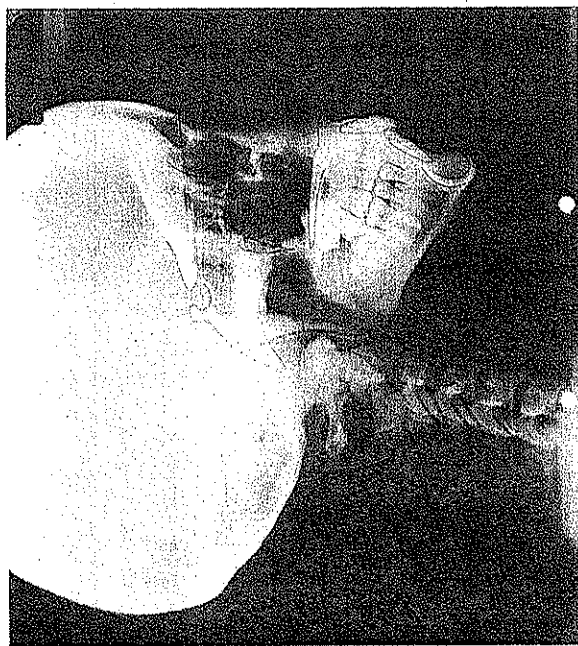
Teleradiografía de Perfil
